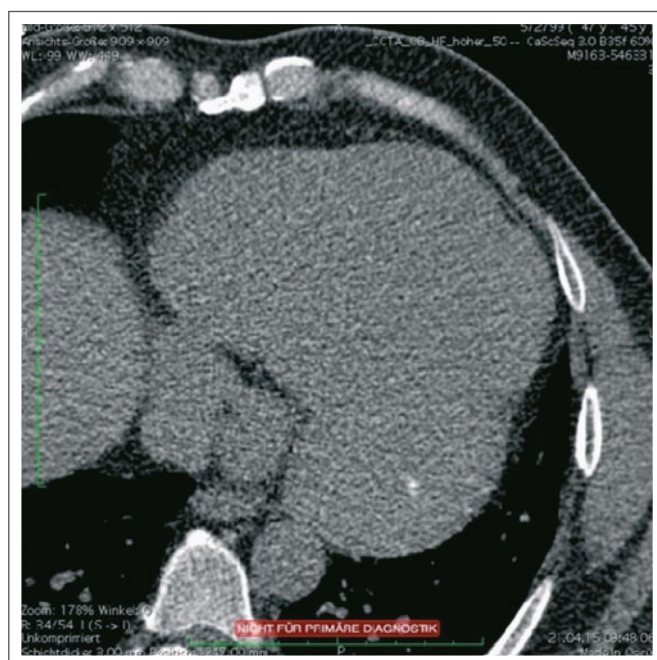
CT: Tumor mit Kalzifikationen
